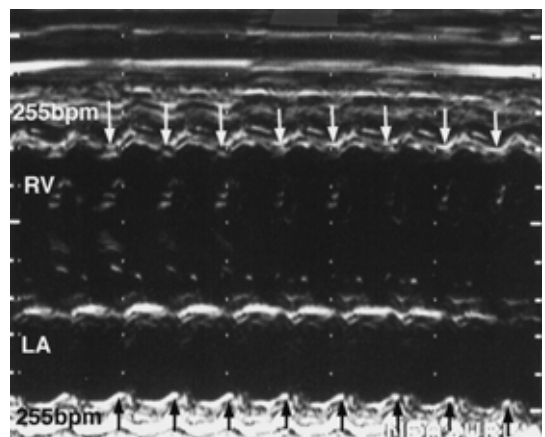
在胎 32 週，入院時の胎児 M モード心エコー図 255 bpm の胎児頻脈を認める．心房収縮，心室収縮はともに 1：1 で同期しており上室性頻拍症と診断した．
